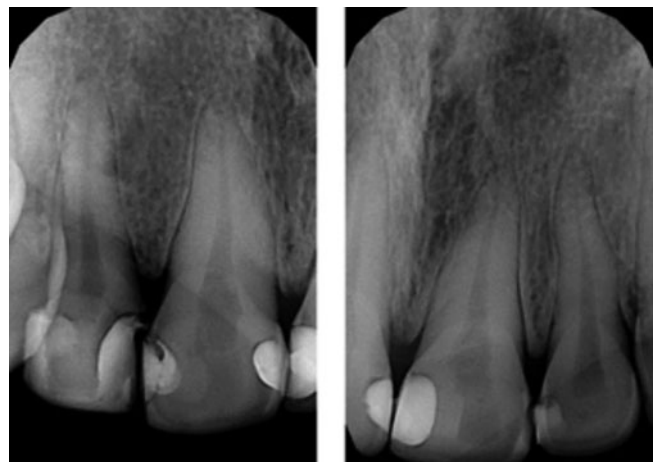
Radiografías periapicales que evidencian restauraciones coronarias asociadas a lesiones de caries recidivante.
